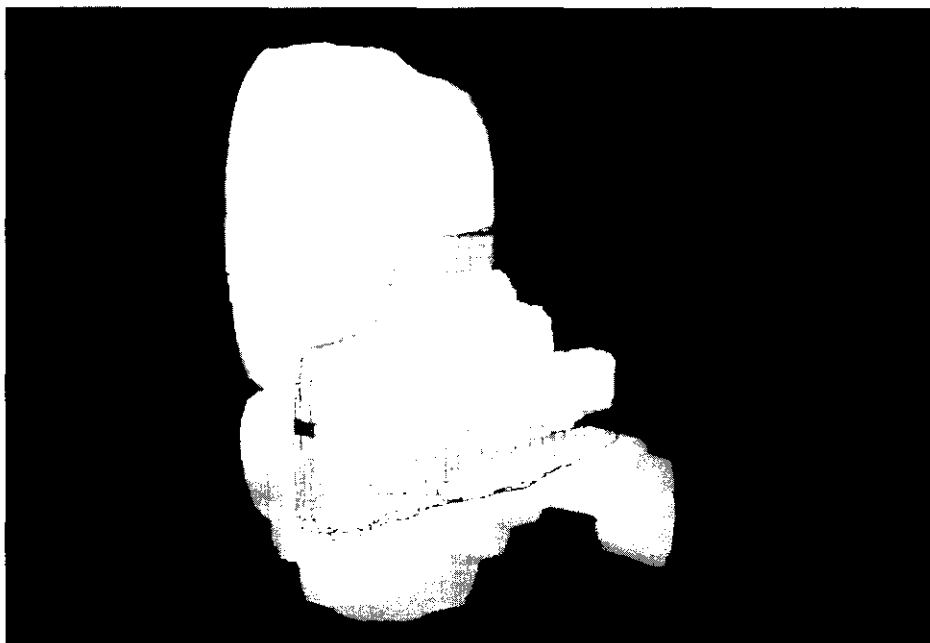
Delimitaciones en TAC de todas las estructuras blanco y críticas para la construcción de las imágenes tridimensionales.
